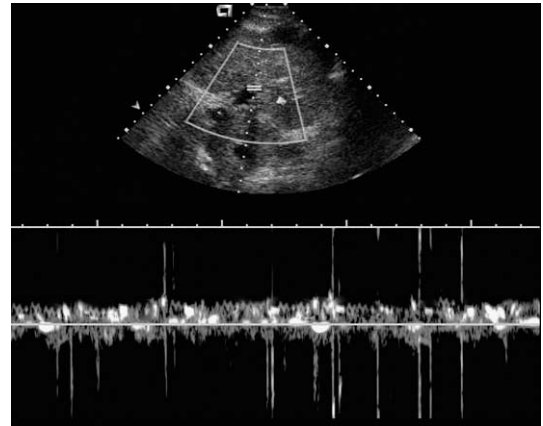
Trazado espectral Doppler de la vena porta en un paciente con neumatosis intestinal. Los picos presentes en este trazado espectral están producidos por las burbujas aéreas en la vena porta. Estas burbujas están viajando a la misma velocidad que el resto de la sangre de la vena porta. Con una ganancia establecida para sangre, la intensa reflexión del sonido que producen las burbujas aéreas da lugar a picos de ruido.
